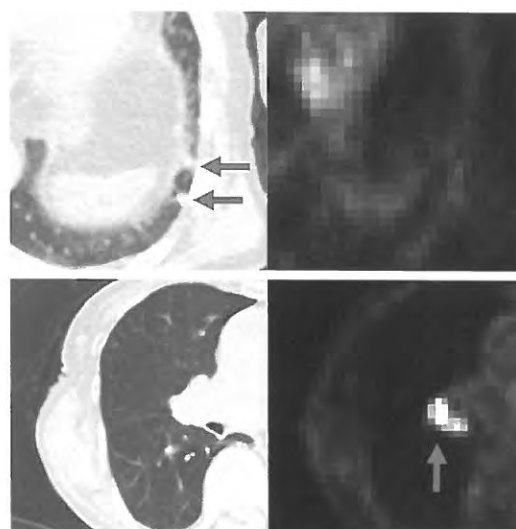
本手法で検出された結節 (左:CT画像、右:PET画像)
